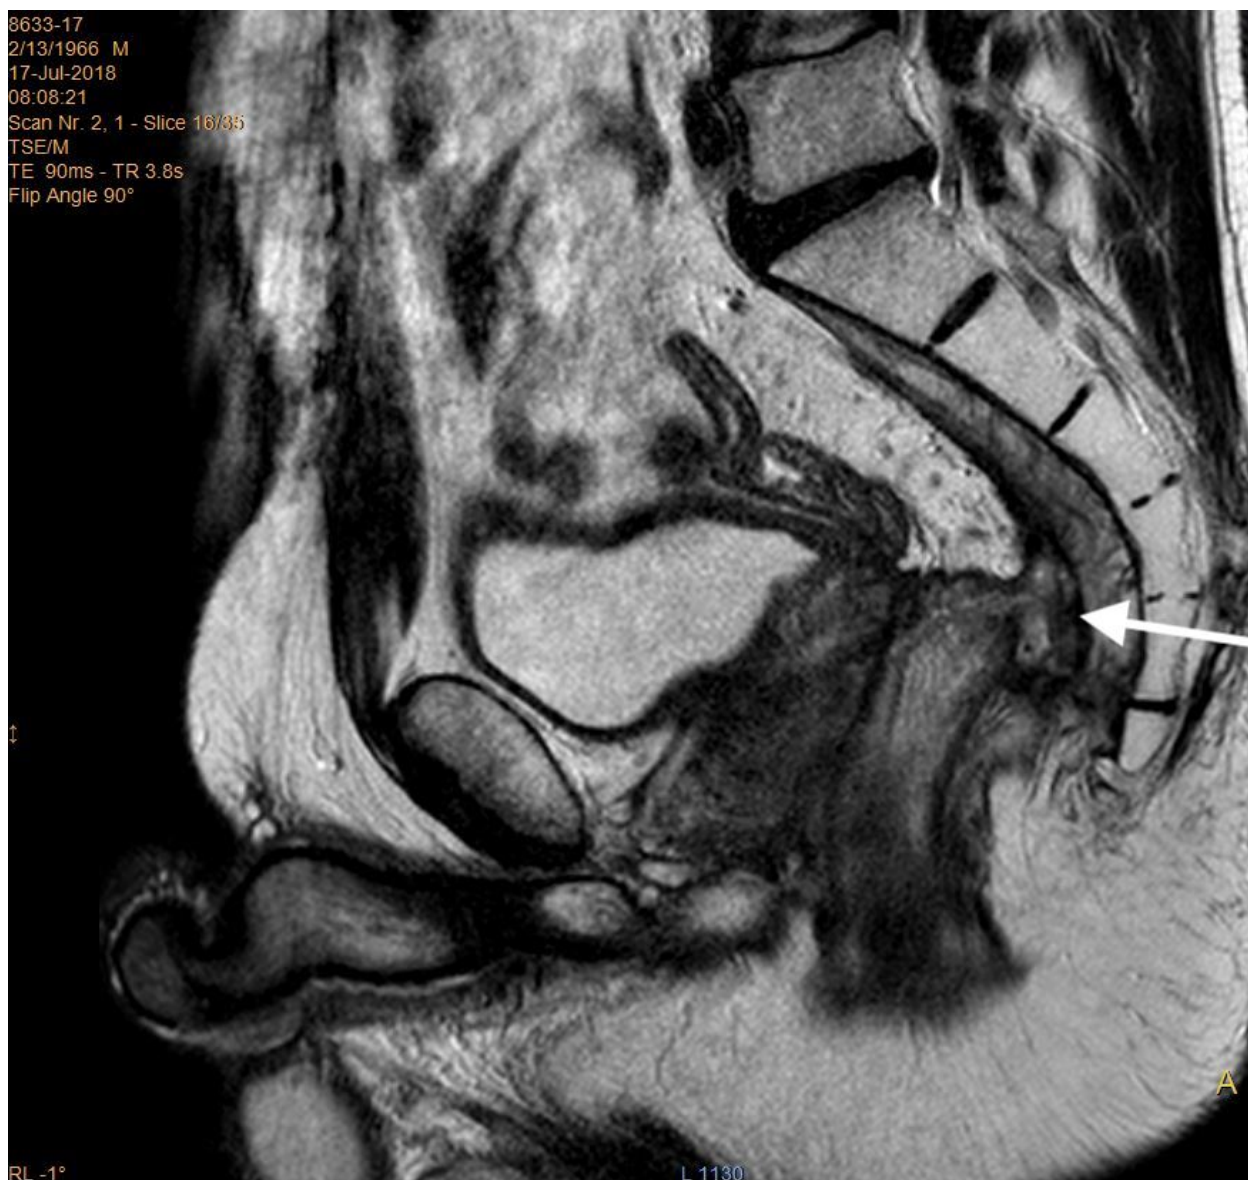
МРТ малого таза, 12 месяцев после операции. Стрелкой указана пресакральная полость в зоне колоректального анастомоза. Пациент К., 51 года, АК 8633-17, диагноз: рак прямой кишки на 10 см, урТ3N0M0, состояние после НПР, илеостомии
